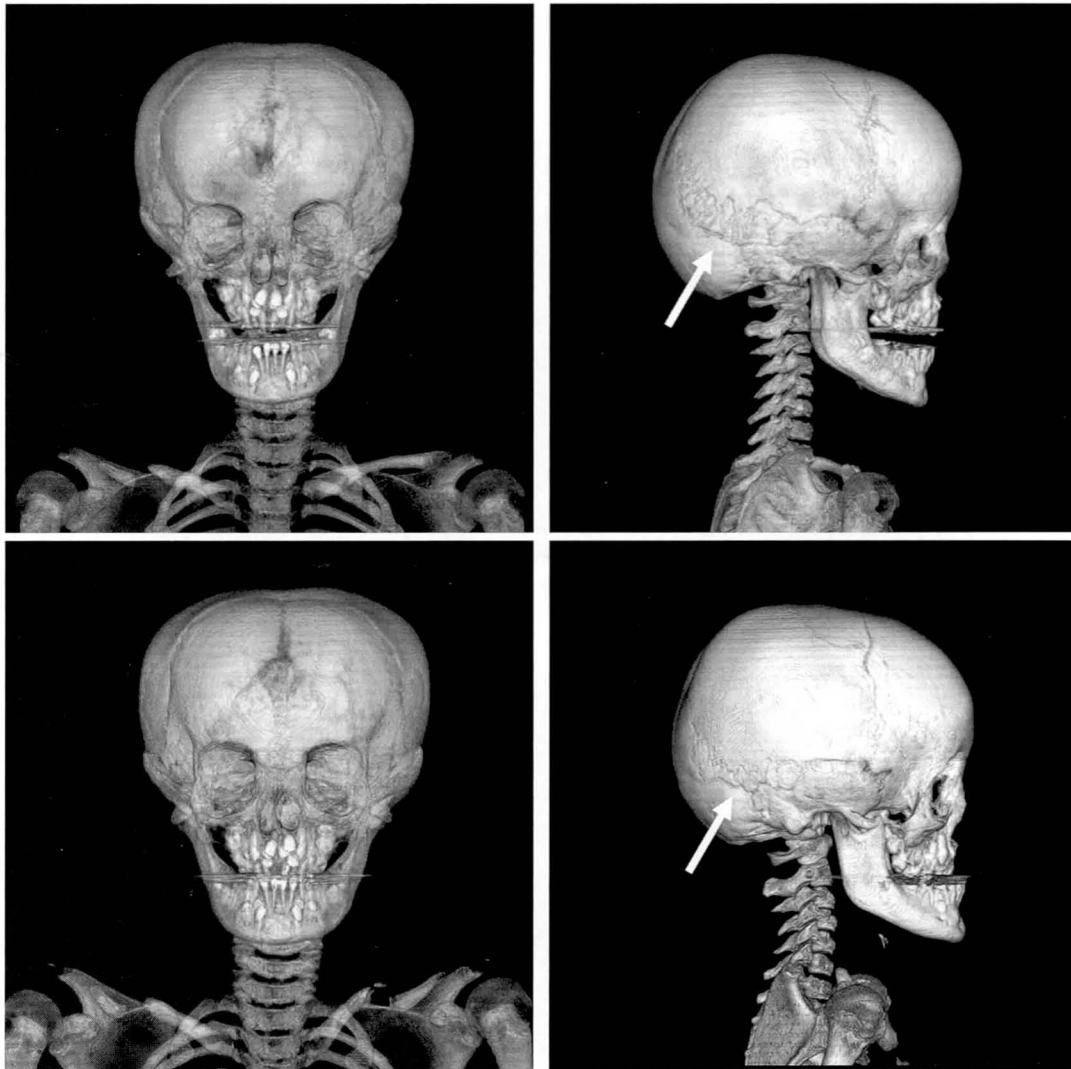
頭部三次元 CT 画像 (上：姉 下：妹)
